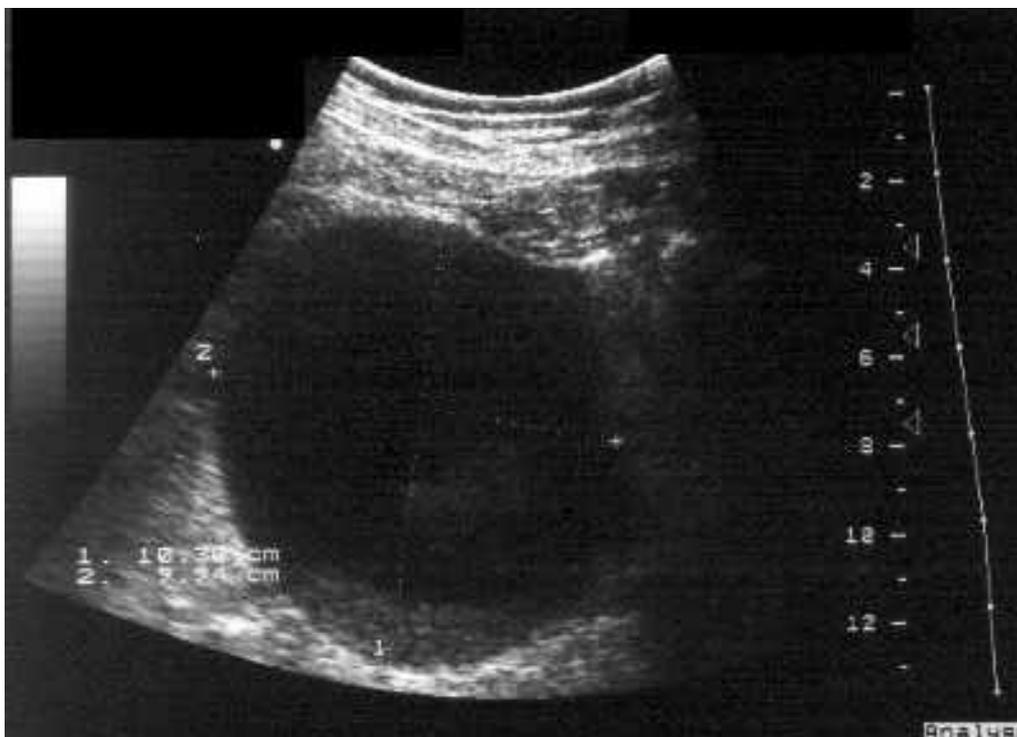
Sonographischer Befund einer Pankreaspseudozyste
